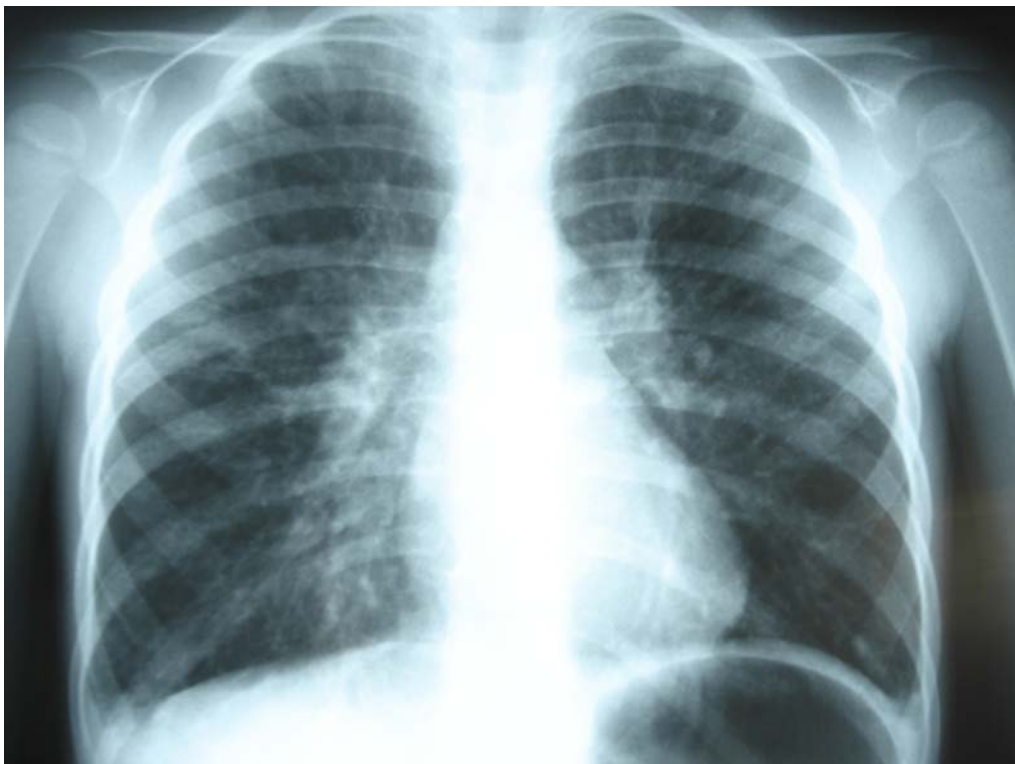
Radiographie thoracique de face de Camille A. faite le 5 mai 2003 à l'Hôpital de jour, montrant des bronchiectasies diffuses des deux lobes inférieurs et des deux lobes supérieurs.
